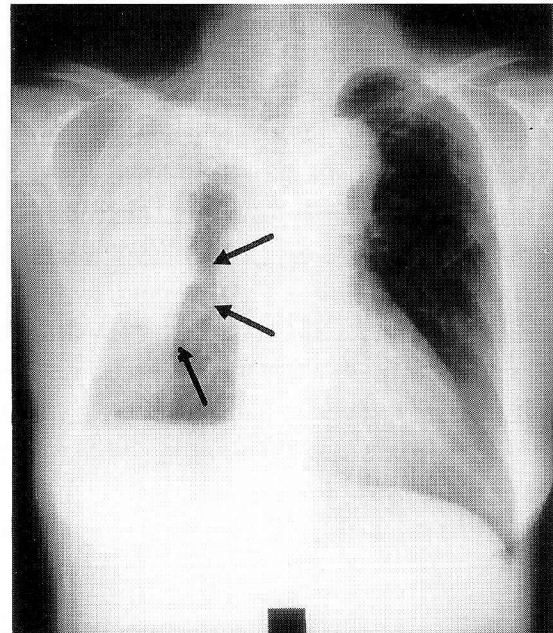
Chest X-ray film of a patient with lung cancer (Case 13). Note a mass (arrows) adjacent to the wall of chronic empyema.
